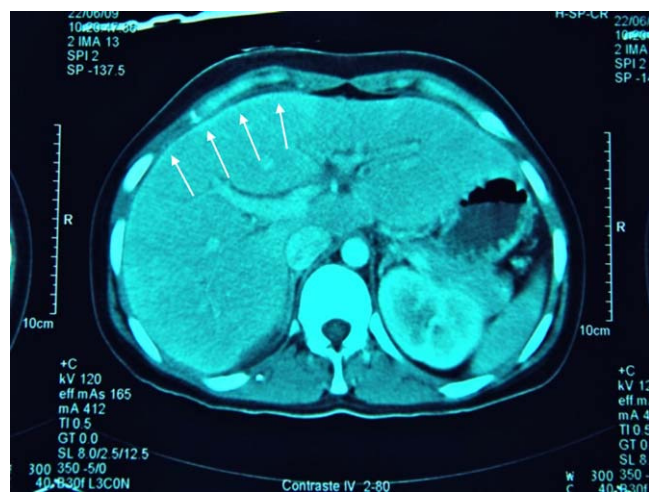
TC abdominal. Realce con el contraste intravenoso de la cápsula hepática (flechas).
